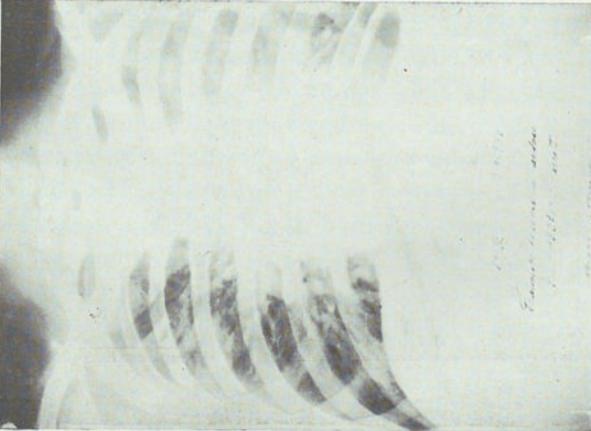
Radiografía del 3-XI-38. Extensa imagen infiltrativa del pulmón izquierdo con cavidad cuyos límites se perciben mal.
